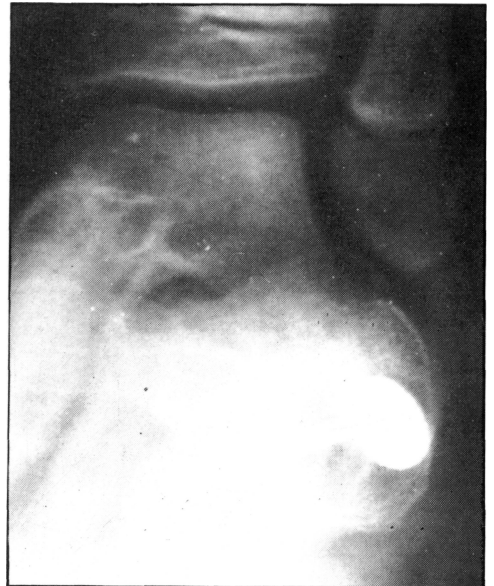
Radiografía oblicua de calcáneo mostrando la correcta alineación fragmentaria y la situación oblicua del tornillo que sirvió para la contención de los fragmentos aprovechando el efecto "cónsola" de la arandela.
